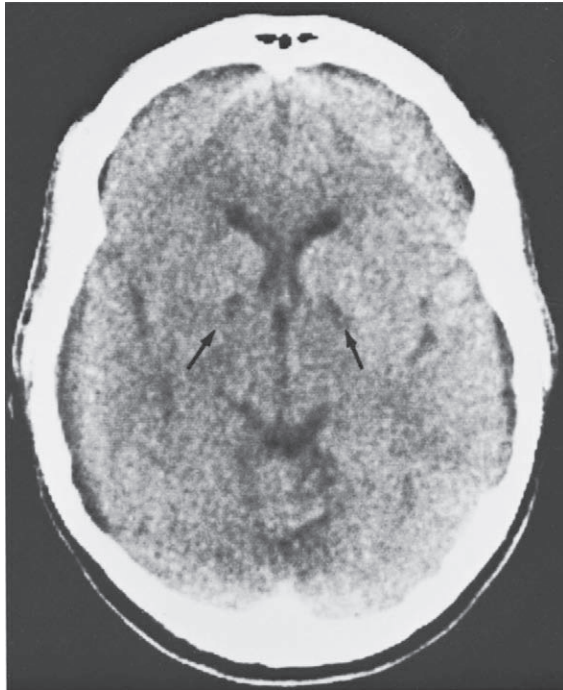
Imagen de CT sin intensificación del encéfalo de una mujer de 30 años de edad que intentó suicidarse con monóxido de carbono inhalado. Las únicas secuelas neurológicas fueron un defecto leve de la memoria de retención y zonas de atenuación disminuida en ambos globos pálidos (flechas).
